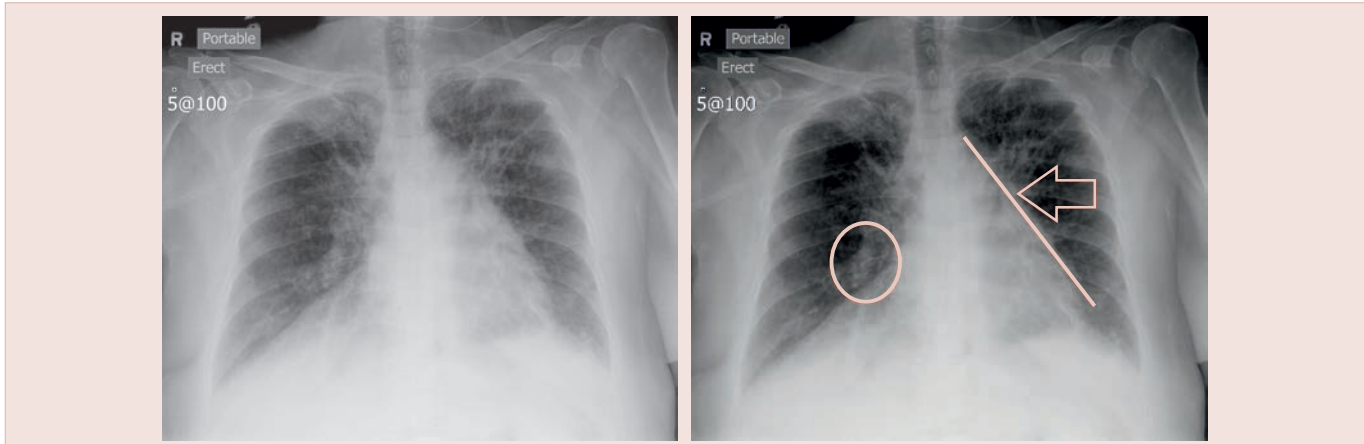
Radiografía del tórax en la que se visualizan infiltrados intersticiales
